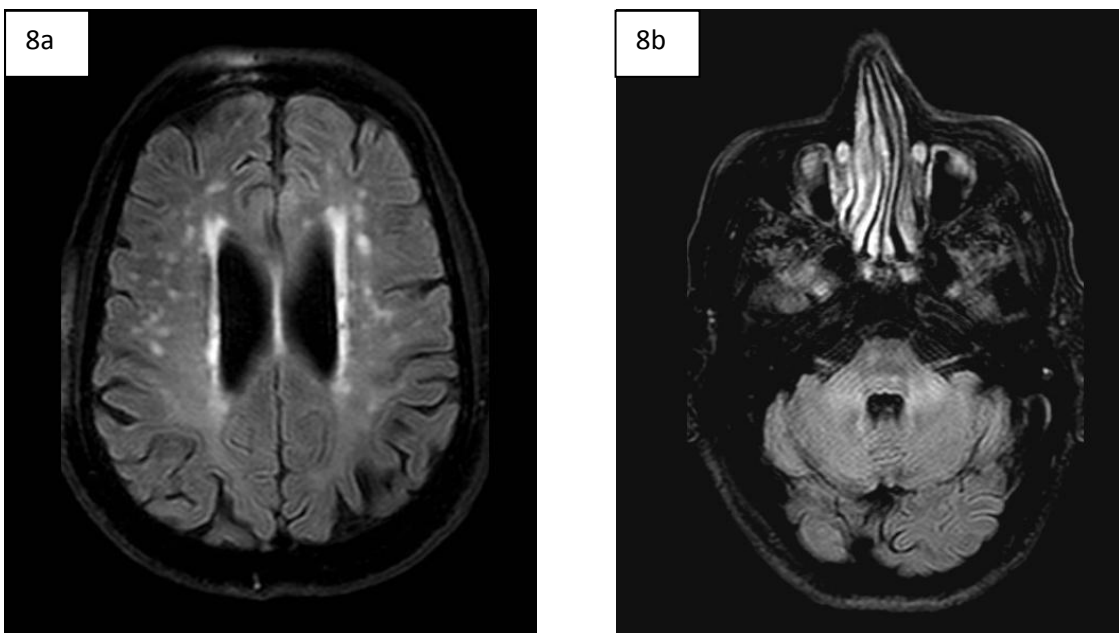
Hiperseñal en la sustancia blanca periventricular y en los pedúnculos cerebelosos medios. Se muestran imágenes en plano axial, ponderadas en FLAIR. Se aprecian múltiples focos de hiperseñal en la sustancia blanca periventricular (8a), en la protuberancia, así como hiperseñal en los pedúnculos cerebelosos medios (8b).
